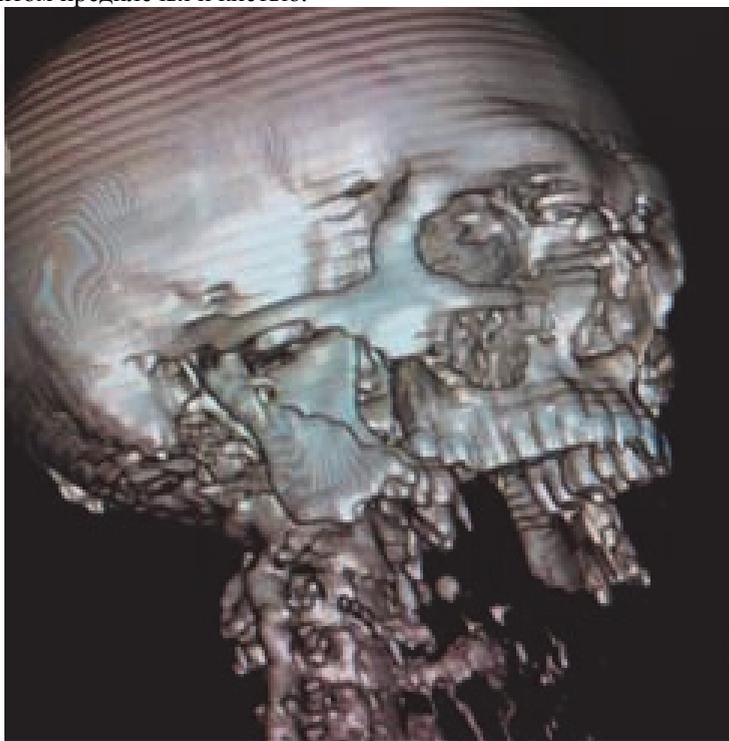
СКТ черепа (3D). Определяется травматическая ампутация тела нижней челюсти до уровня углов с обеих сторон, множественные костные отломки мягких тканей шеи.
